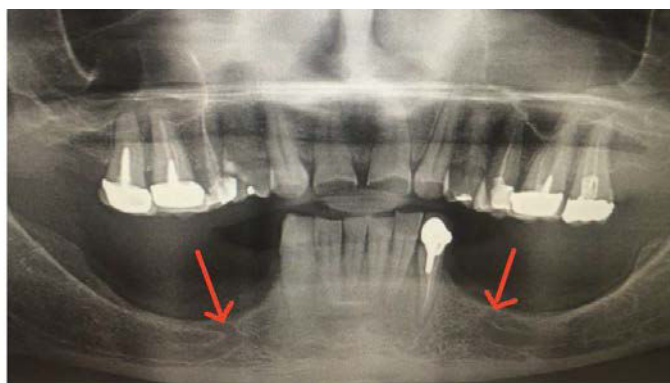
Radiographie panoramique dentaire d'une patiente présentant une résorption osseuse alvéolaire mandibulaire très importante (source : document personnel)
